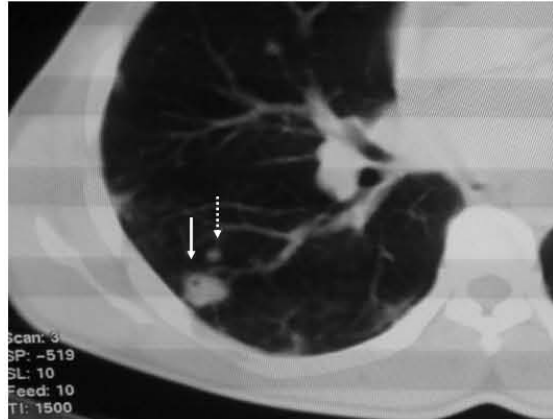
Imagen de TC con ventana para pulmón en el que identificamos el NPS dominante (flecha), observe la presencia de un pequeño nódulo periférico adyacente al mismo como criterio de benignidad (flecha punteada) Nótese en el interior del nódulo dominante la presencia de densidad grasa.
